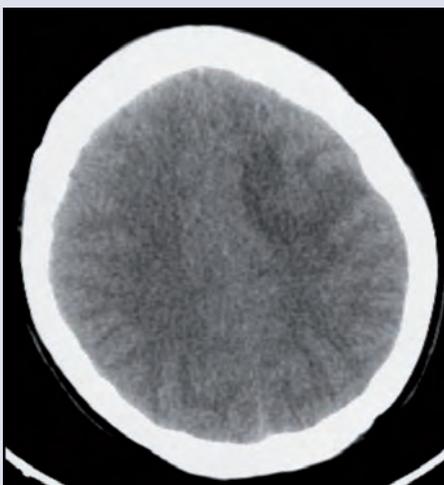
TAC sin contraste
